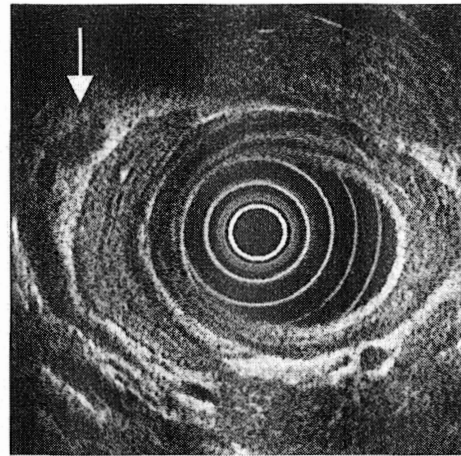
超音波内視鏡検査:総胆管から胆嚢管を描出したところ,胆嚢管から連続する嚢状構造物を認めた(矢印).内部は胆泥の存在が疑われた.
